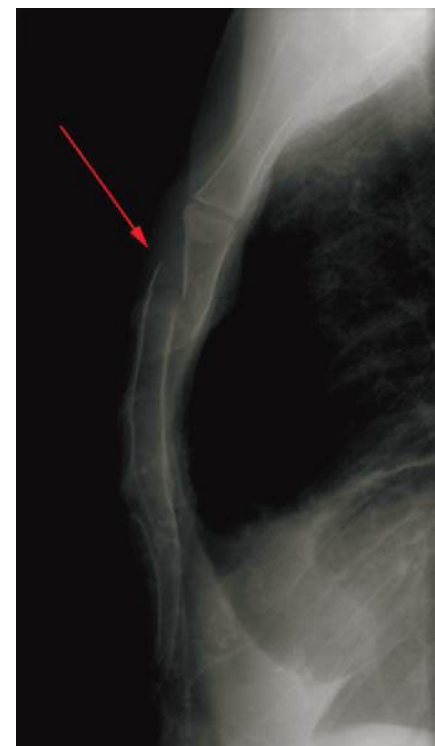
Закрытый перелом тела грудины. Рентгенограмма в боковой проекции
